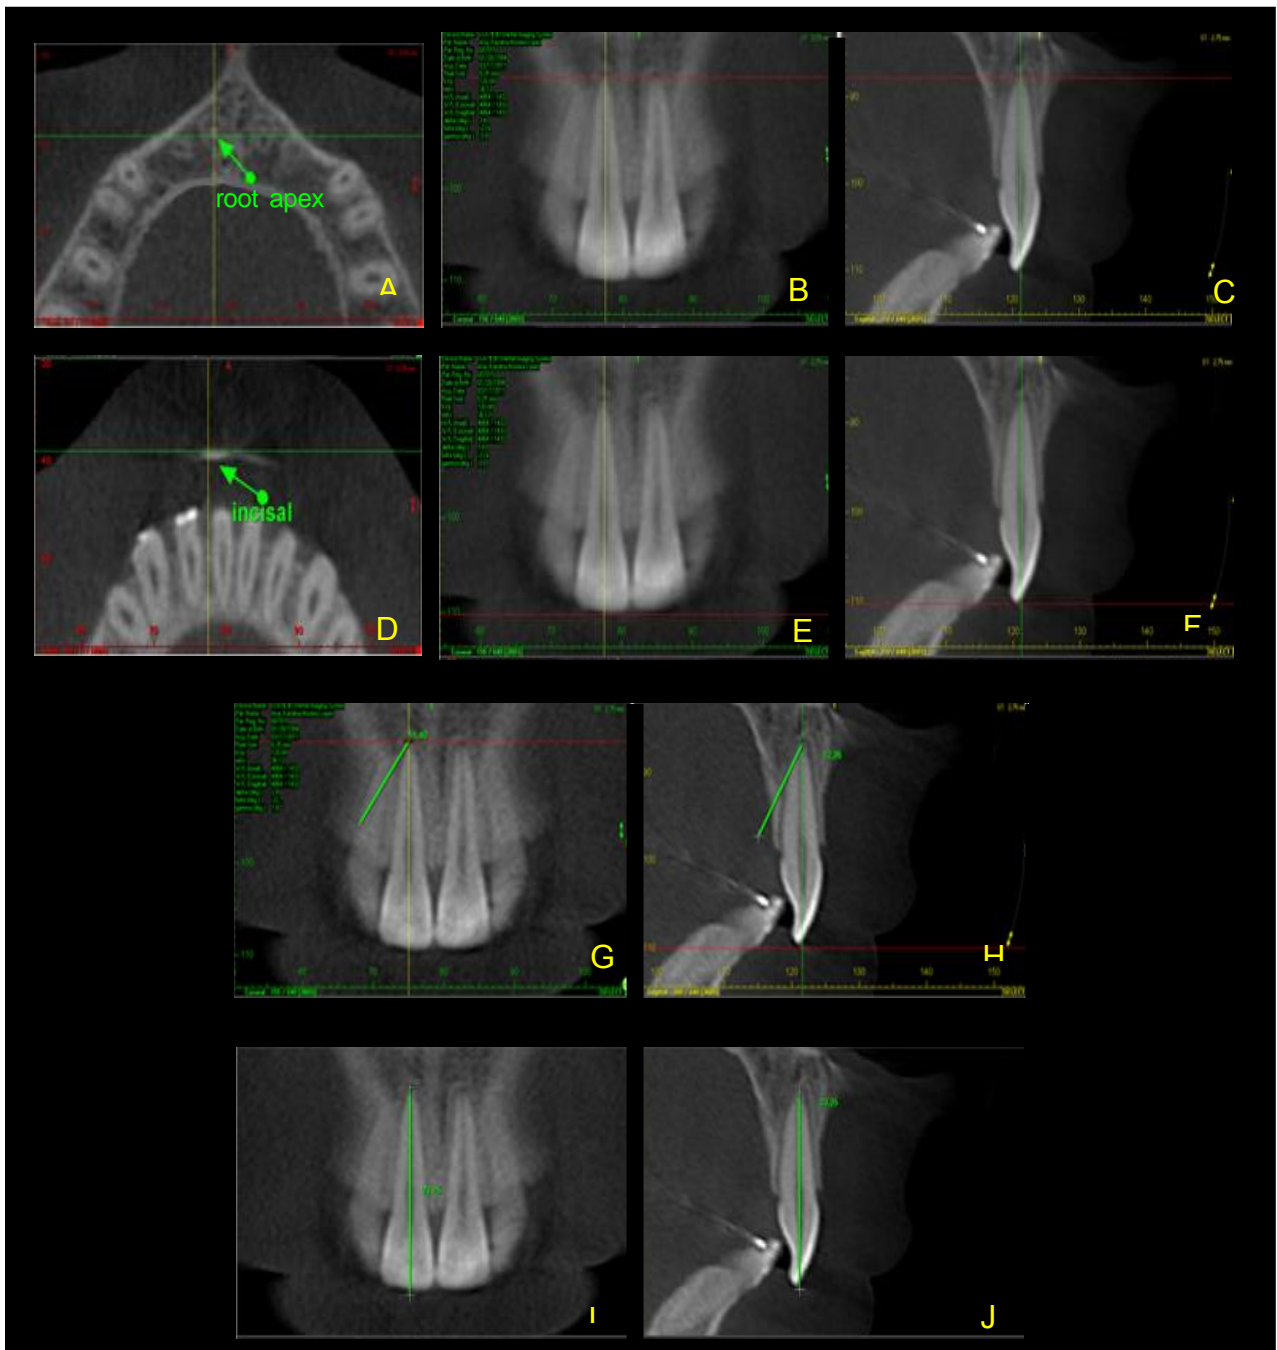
Axial multiplanar reconstruction with identification of root apex (A) as a reference point. Coronal (B) and sagittal (C) multiplanar reconstruction identifies root apex on intersection of axial cursor with coronal and sagittal cursors. Identification of incisal edge and cusp (D) as reference points after axial cursor movement on coronal (E) and sagittal (F) multiplanar reconstruction. Tracing with CT software measuring tool on sagittal (G and I) or coronal (H and J) cursor line based on landmarks identified in axial multiplanar reconstruction (A and D).
